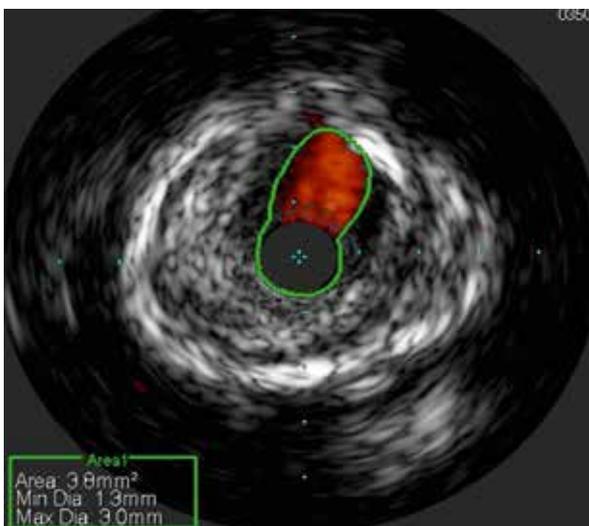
Атерома по данным ВСУЗИ.
